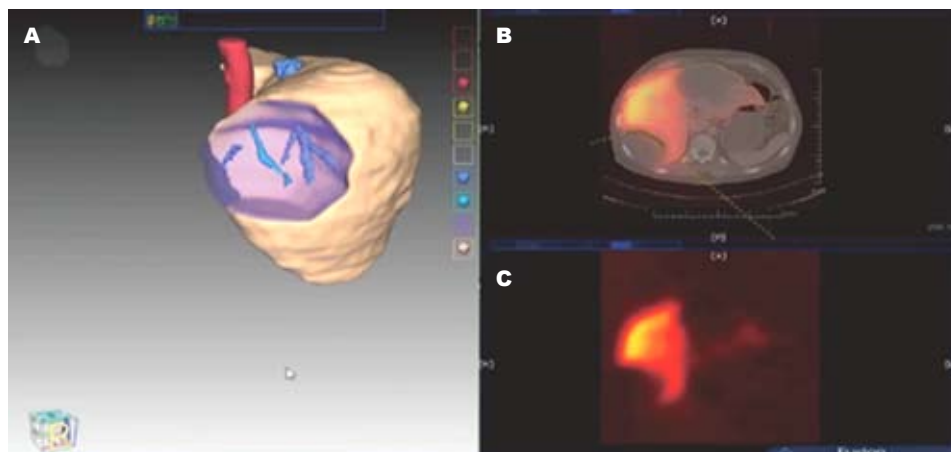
钟氏模型计算机软件应用截图。A: 含解剖结构的肝脏功能显像及模拟切除后切面情况; B: CT和SPECT图像融合及模拟切除线; C: SPECT显像所显示的肝脏功能图像。
